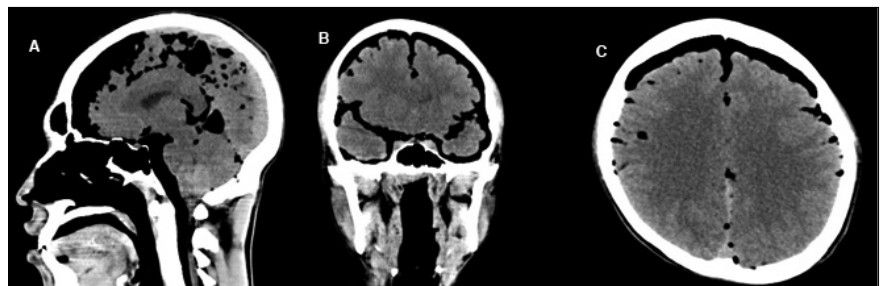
A, B y C. TAC de cráneo simple (Corte Sagital, coronal y axial) que evidencia aire en cavidad intracraquea.
